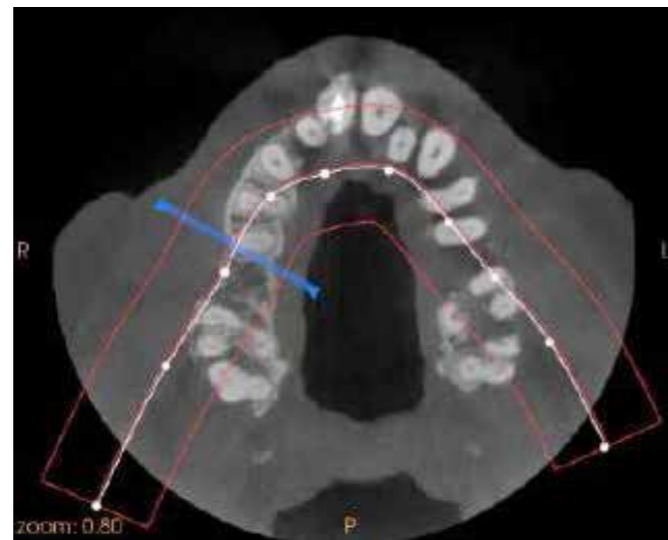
CBCT inicial. Corte axial.
